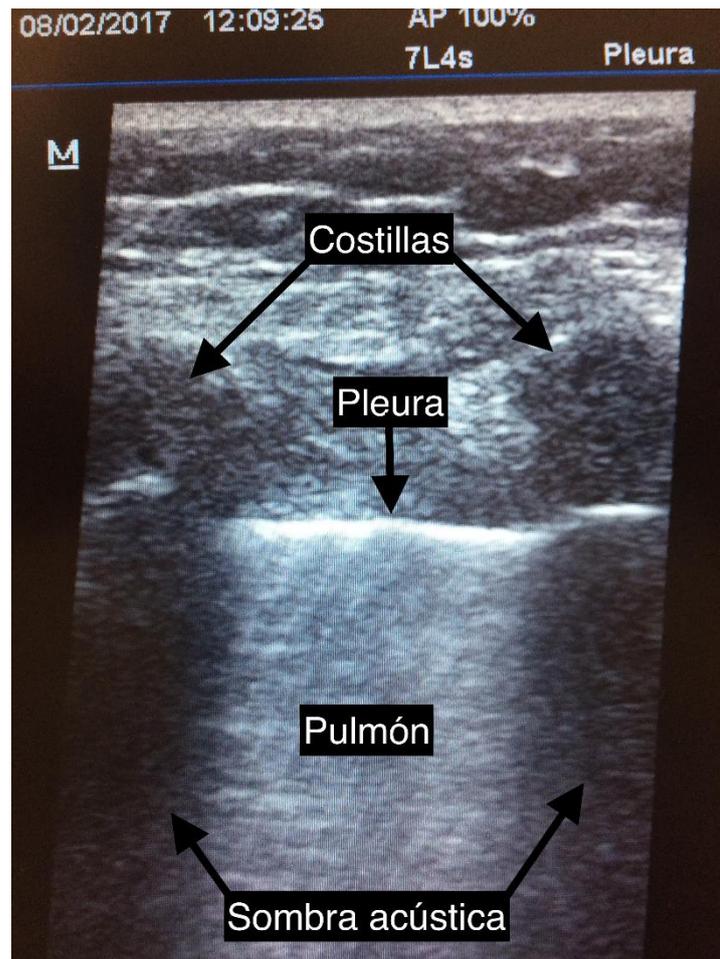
Ecografía donde se puede ver el bat sign.
